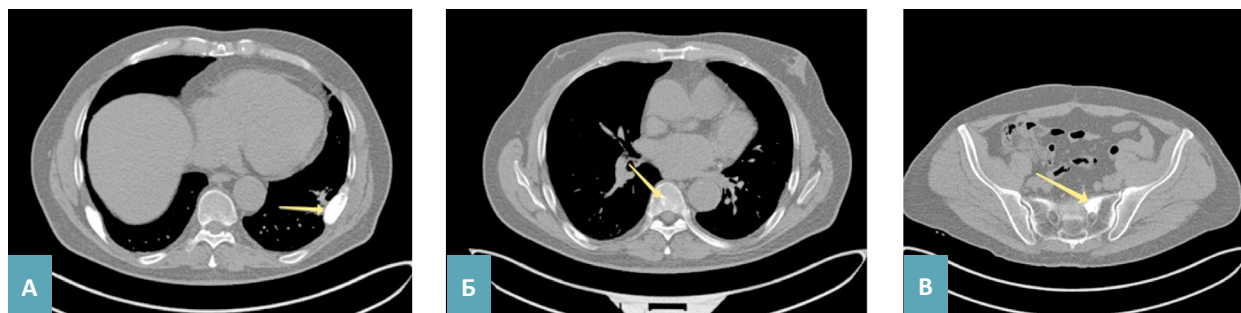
А–В. Компьютерные нативные томограммы с ¹⁸F-ПСМА-1007 пациента В., 65 лет, в аксиальной проекции, (А, Б – срезы на уровнях тел Th_V, Th_{VI}; В – срез крестца на уровне S₁).
